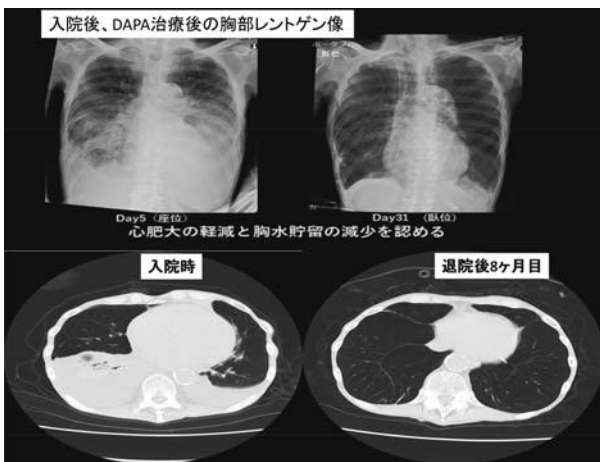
入院時の胸部レントゲン像及び胸部CT像（左段）
